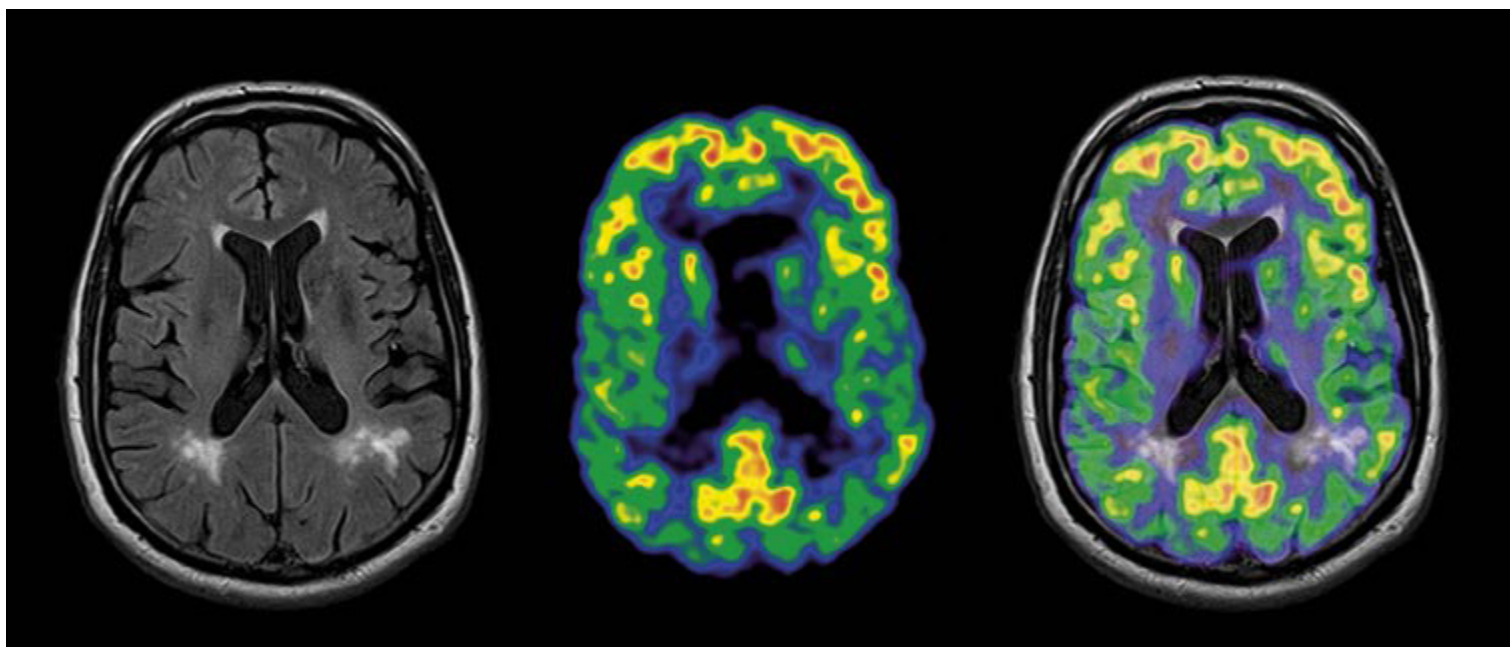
Imagen simultánea de MRI y PET de un cerebro humano. Fuente Siemens.
